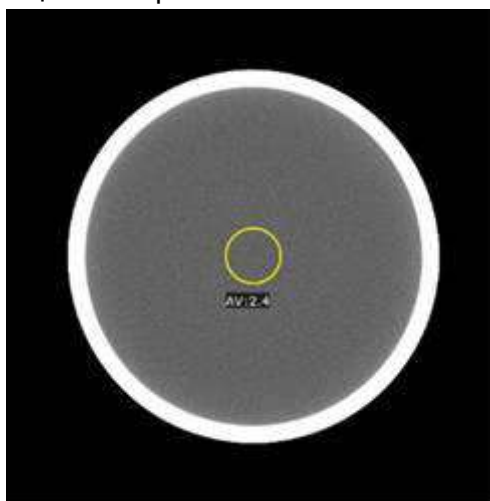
Измерение КТ-значения водного фантома по протоколу Head STD-QA
